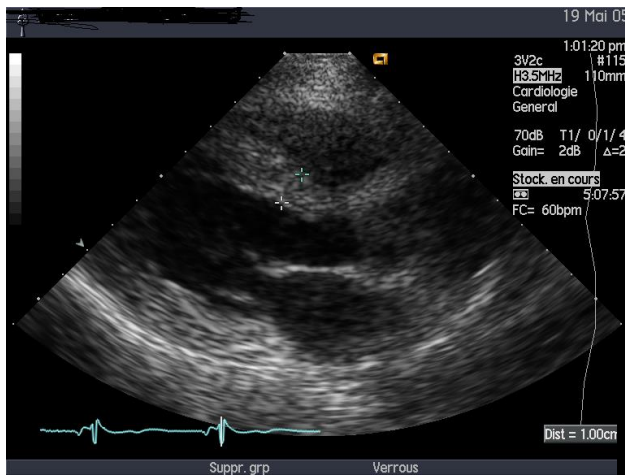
échocardiographie, vue parasternale grand axe, SIV (septum interventriculaire) mesuré à 10 mm supérieur aux limites de Henry pour ce patient de 18 ans)
